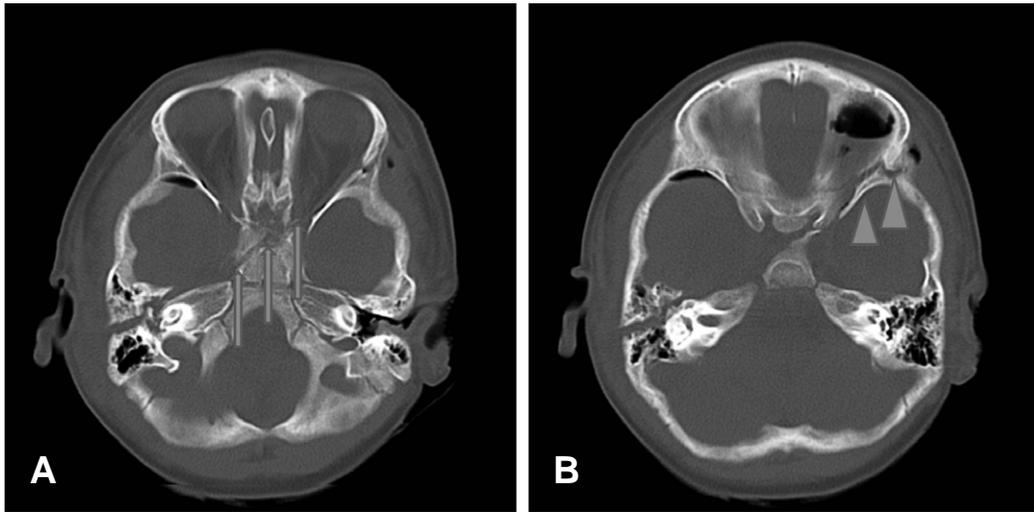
Brain CT. (A) This shows sphenoid bone fracture (arrow). (B) This shows left orbital wall fracture (arrow heads).
